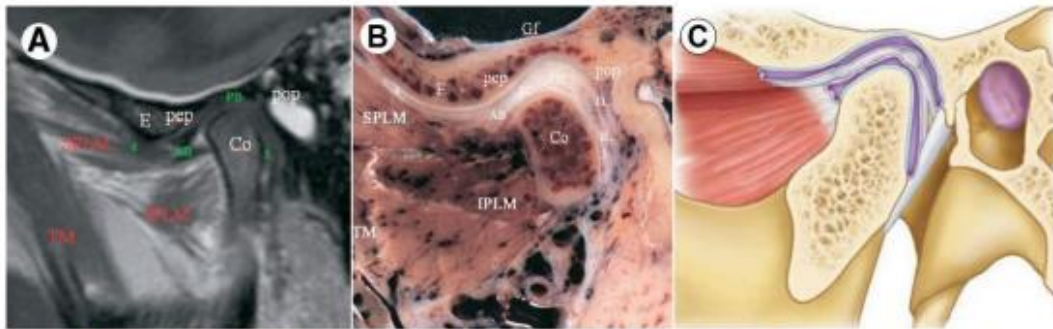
Cortes parasagital medial a nivel de inserción del pterigoideo externo A: RM en T1 corte sagital (TM) Músculo temporal, (SPLM) Vientre superior del músculo pterigoideo externo, (IPLM) Vientre inferior del músculo pterigoideo externo, (E) Eminencia articular, (AB) Banda anterior, (PB) Banda posterior (Co) Cóndilo mandibular. Tomado de: Alomar et al., (15). B: Espécimen en parasagital. Tomado de: Alomar et al., (15). C: Ilustración en plano sagital. Modificado de: Moore Clinically Oriented Anatomy., (10).
